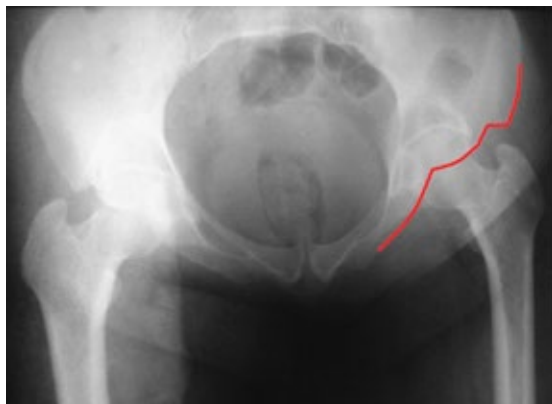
Контуры передней колонны на рентгенограмме в каудальной проекции и на схеме.
